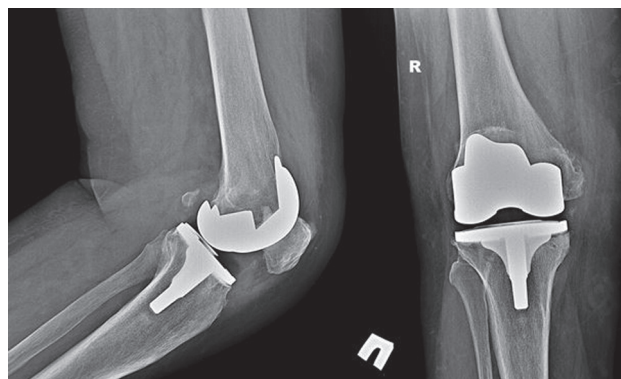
Рентгенограммы правого коленного сустава пациентки через три месяца после операции
